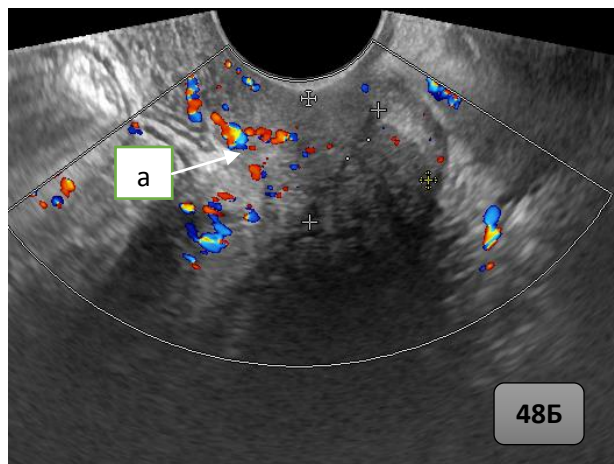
Рисунок 48Б — Ультразвуковая томограмма единичных сосудистых локусов с анатомически правильным ходом сосудов в шейке матки через 6 месяцев после окончания лечения (пациентка А.): а) единичные сосудистые локусы.
